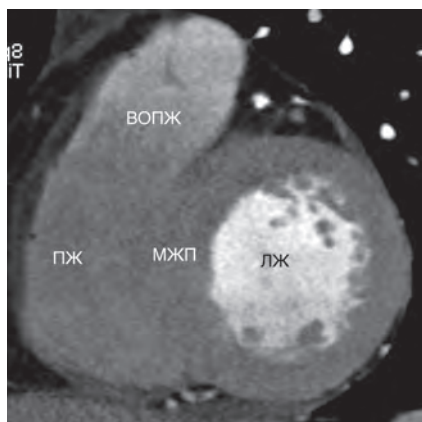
КТ срез сердца в левой косой проекции с углом наклона по отношению к фронтальной оси тела 50° (LAO 50°).
